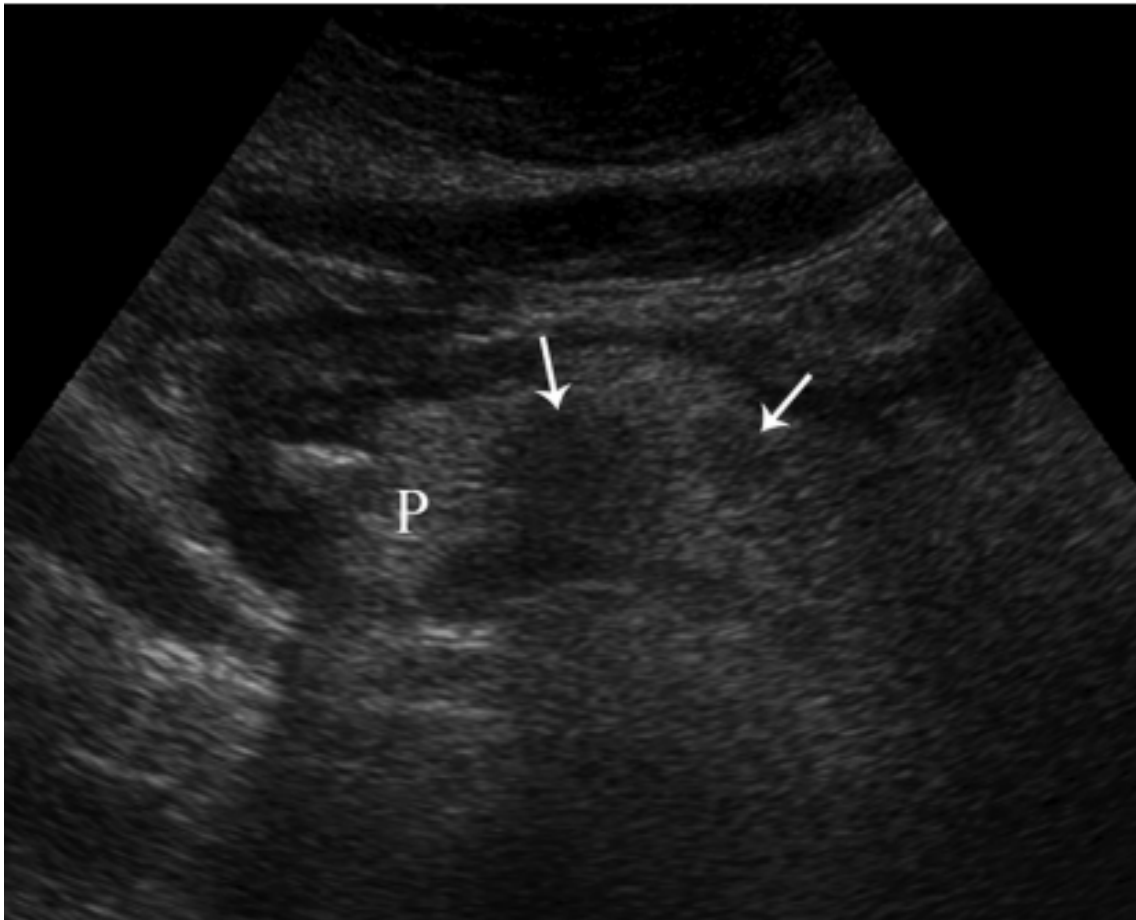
Image échographique de pancréatite œdémateuse interstitielle chez un malade présentant des calculs biliaires. L'image obtenue lors de l'admission montre des zones hypoéchogènes focales (flèches) dans le pancréas (P) dues à un œdème interstitiel. Une petite quantité de liquide péripancréatique est également présente.
